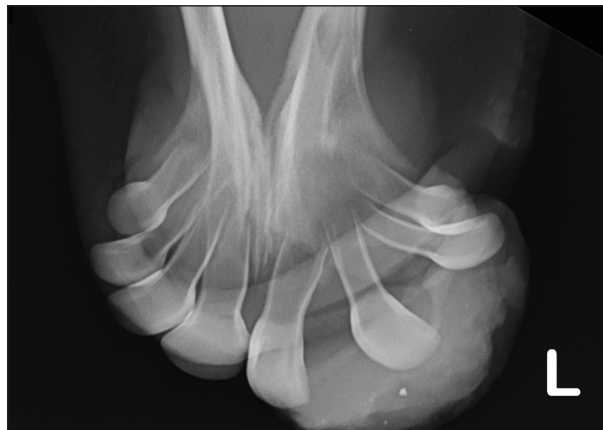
Intraorale Röntgenaufnahme des rostralen Unterkiefers des Holstein Kuhkalbes vor der Entfernung der Umfangsvermehrung. Die Incisivi sind auseinandergespreizt, die Alveolarfächer sind nicht mehr erkennbar und der umgebende Knochen ist lytisch.
